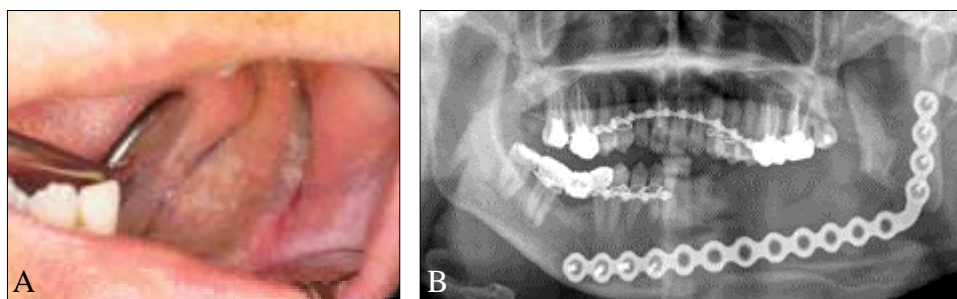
Intraoral photograph (A) and panoramic radiograph (B) at 2 weeks after operation. Cervical musculocutaneous rotational flap and mandibular resected site were properly healed.
